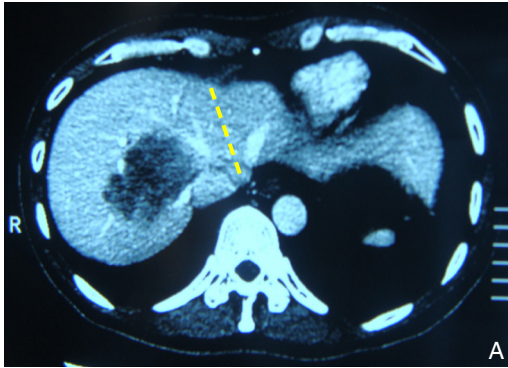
患者术前影像资料 A: CT图像(黄色虚线条代表劈离肝右半肝和左半肝的分离线); B: 三维重建(中央红色部分为肿瘤)
